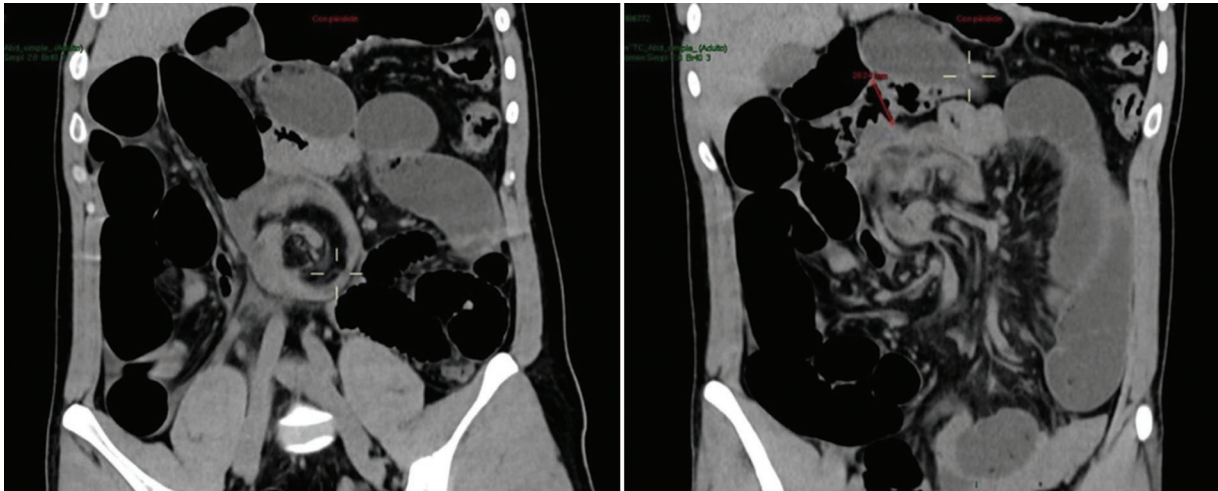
Tomografía computarizada. Asas de íleon y colon ascendente dilatadas en hemiabdomen derecho y con ocupación líquida en hemiabdomen izquierdo, «signo del remolino» con inversión de arteria y vena mesentérica (flecha blanca).
